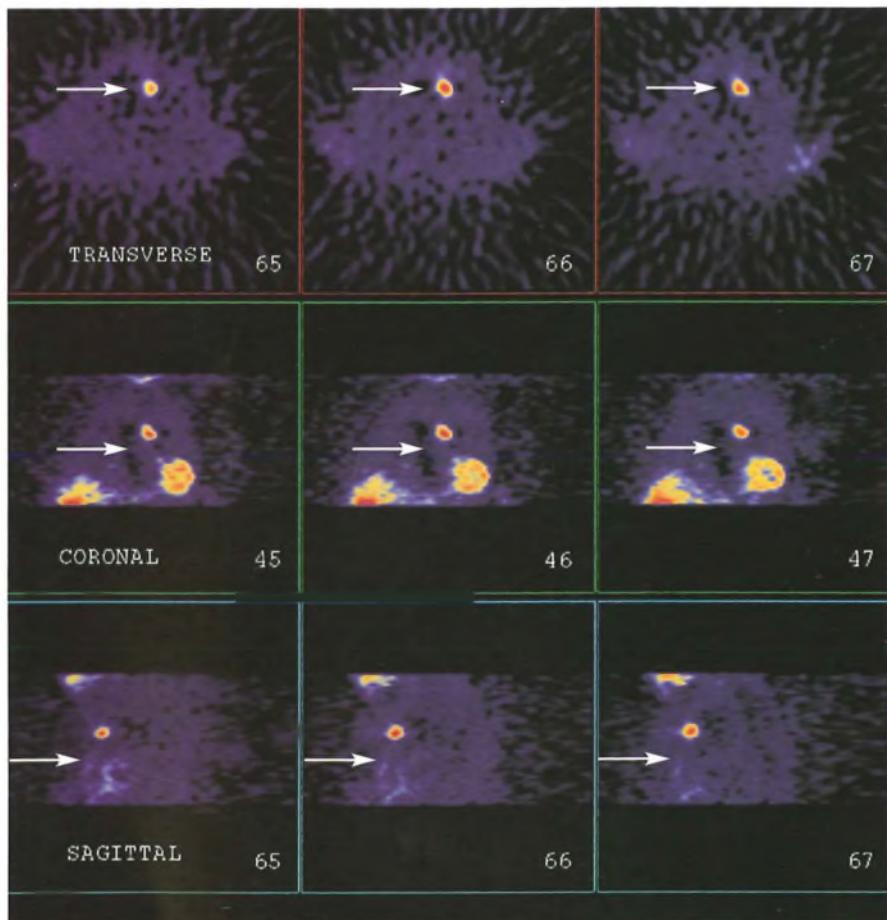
Scintigrafia paratiroidea in un caso di adenoma mediastinico correttamente localizzato con la tomoscintigrafia (frecce).
